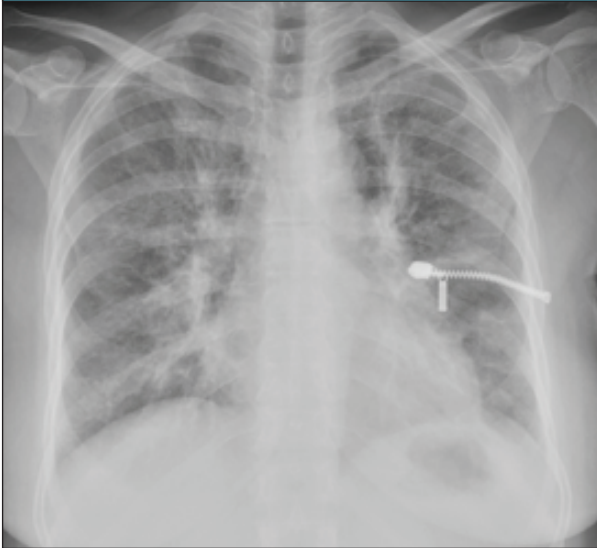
Olgunun başvuru sırasında çekilen PA akciğer grafisinde tüm akciğer alanlarında asiner imajlar izlenmekte. Kardiyotorasik oran= 0.50 olarak değerlendirildi.
